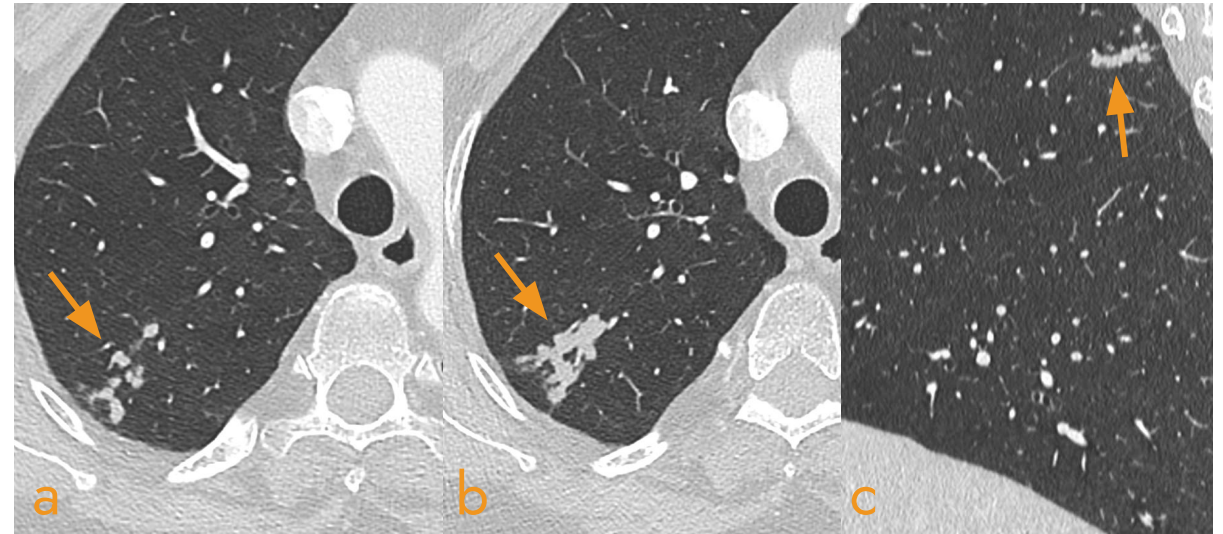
a) y b) corte axial y c) sagital de TC torácico. Micronódulos perilinfáticos agrupados (flecha) en el lóbulo superior derecho, con tendencia a la confluencia.
